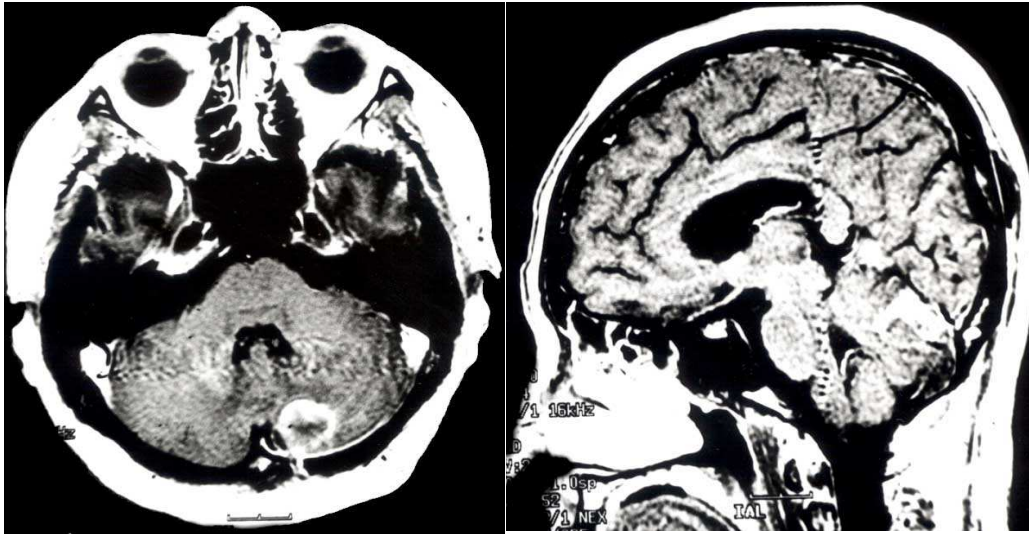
Postoperative brain MRI of the case of Ommaya reservoir insertion; Stereotaxic biopsy and Ommaya reservoir insertion was done in 1997.11. A ^{166}Ho -CHICO(400 Gy) was inserted via Ommaya reservoir. The MRI was taken postoperative 19 month. Cystic tumor was shrunken then cystic portion was nearly invisible. The symptoms was much improved, then she could walk by her self and be satisfactory.
